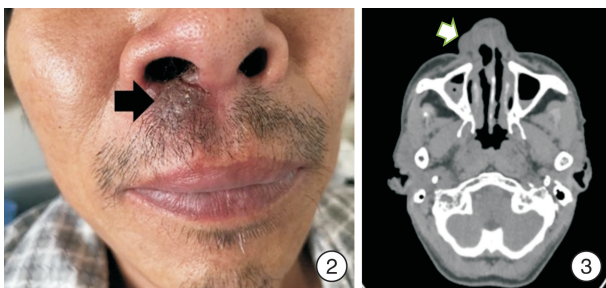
右侧人中嵴旁病损; 图 3 副鼻窦 CT
